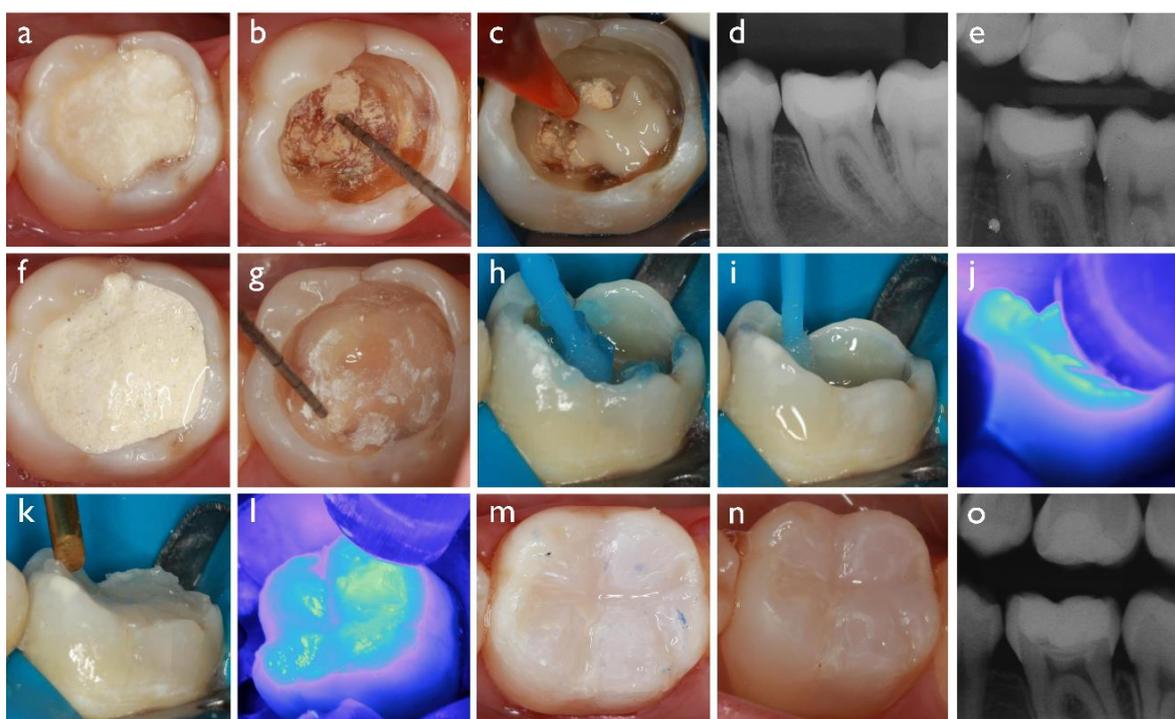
Aspecto inicial da restauração provisória no dente 36 (a), a qual possuía profundidade de ~7 mm, detectados após remoção do material provisório (b); cimento de hidróxido de cálcio foi aplicado como forramento, seguido de cimento de ionômero de vidro restaurador, preenchendo-se totalmente a cavidade (c); na sessão clínica seguinte, exames radiográficos periapical e interproximal foram realizados (d-e); aspecto da restauração de ionômero de vidro, após 7 dias desde sua confecção (f); o material provisório foi removido parcialmente, até exposição de uma cavidade com aproximadamente 5 mm de profundidade (g); sistema adesivo convencional de dois passos foi aplicado utilizando-se gel de ácido fosfórico 37% (h) e adesivo (i); o adesivo foi foto-ativado por 10 s com um diodo emissor de luz (j); a resina *bulk-fill* de viscosidade regular foi aplicada na cavidade, em incremento único, seguido da escultura da restauração com espátulas (k); a resina foi foto-ativada por 40 s (l); ajuste oclusal utilizando-se papel carbono (m); aspecto final imediato da restauração definitiva (n); e radiografia interproximal da restauração após 7 dias desde sua confecção (o).
